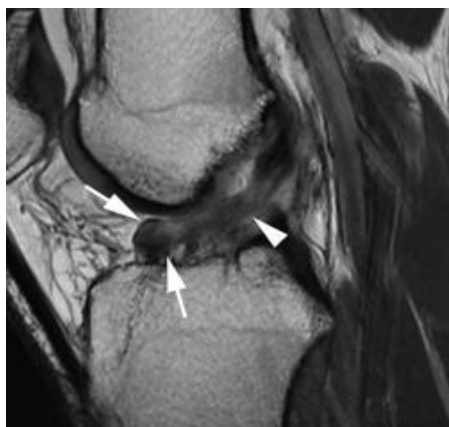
IRM coupe sagittale T1 : signe direct de rupture de LCA :Une masse mal définie designalanormaldanslafosse intercondylienne
